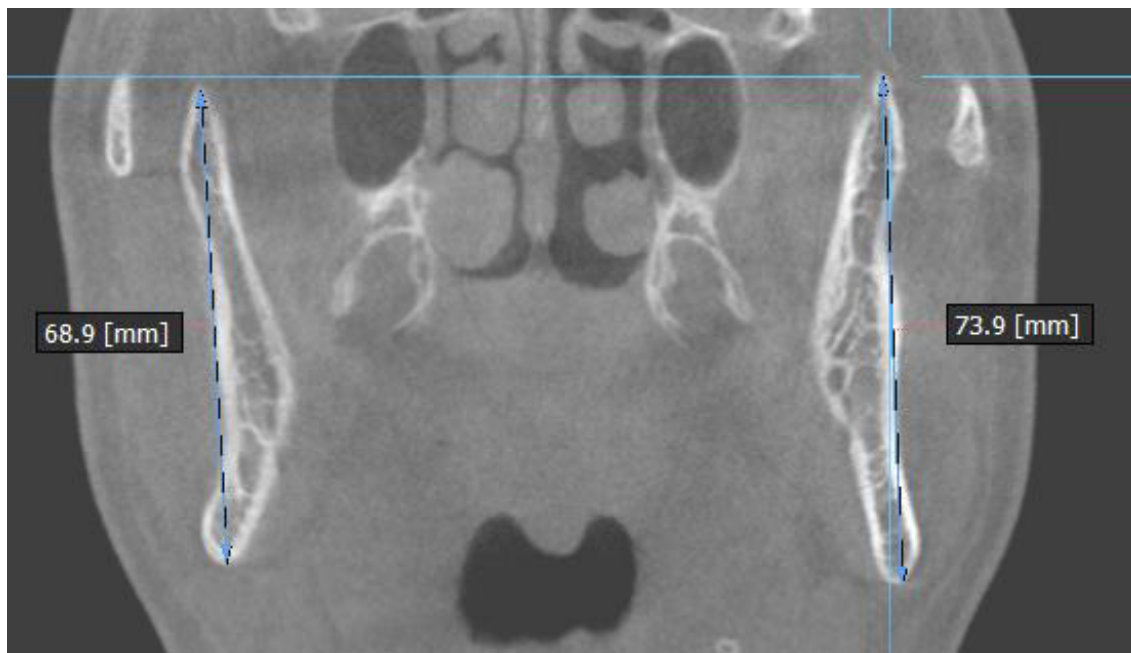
Imagenología. Reconstrucción tomográfica Cone Beam, corte paracoronal. Rama mandibular derecha e izquierda, con plano a proceso coronoideo y ángulo mandibular
